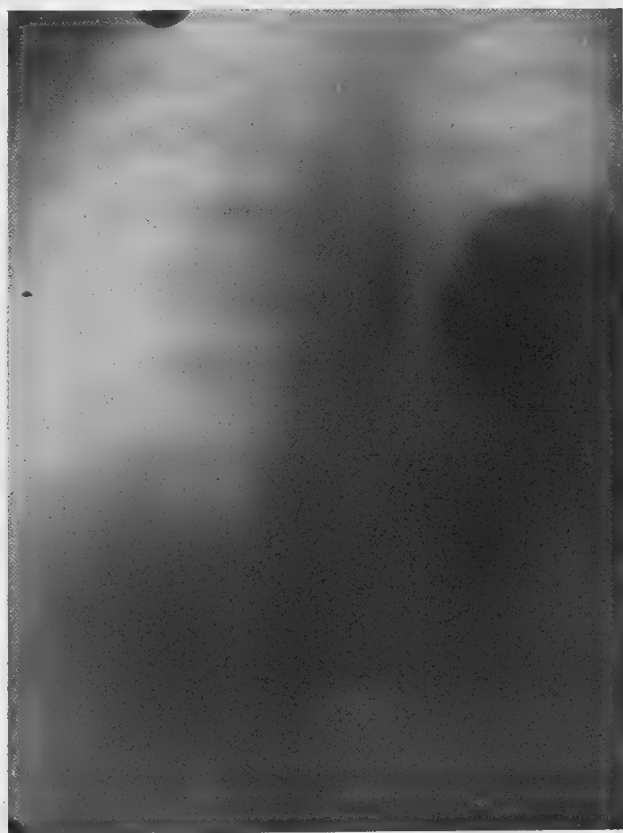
Radiographie prise le malade debout après ingestion de lait baryté.
